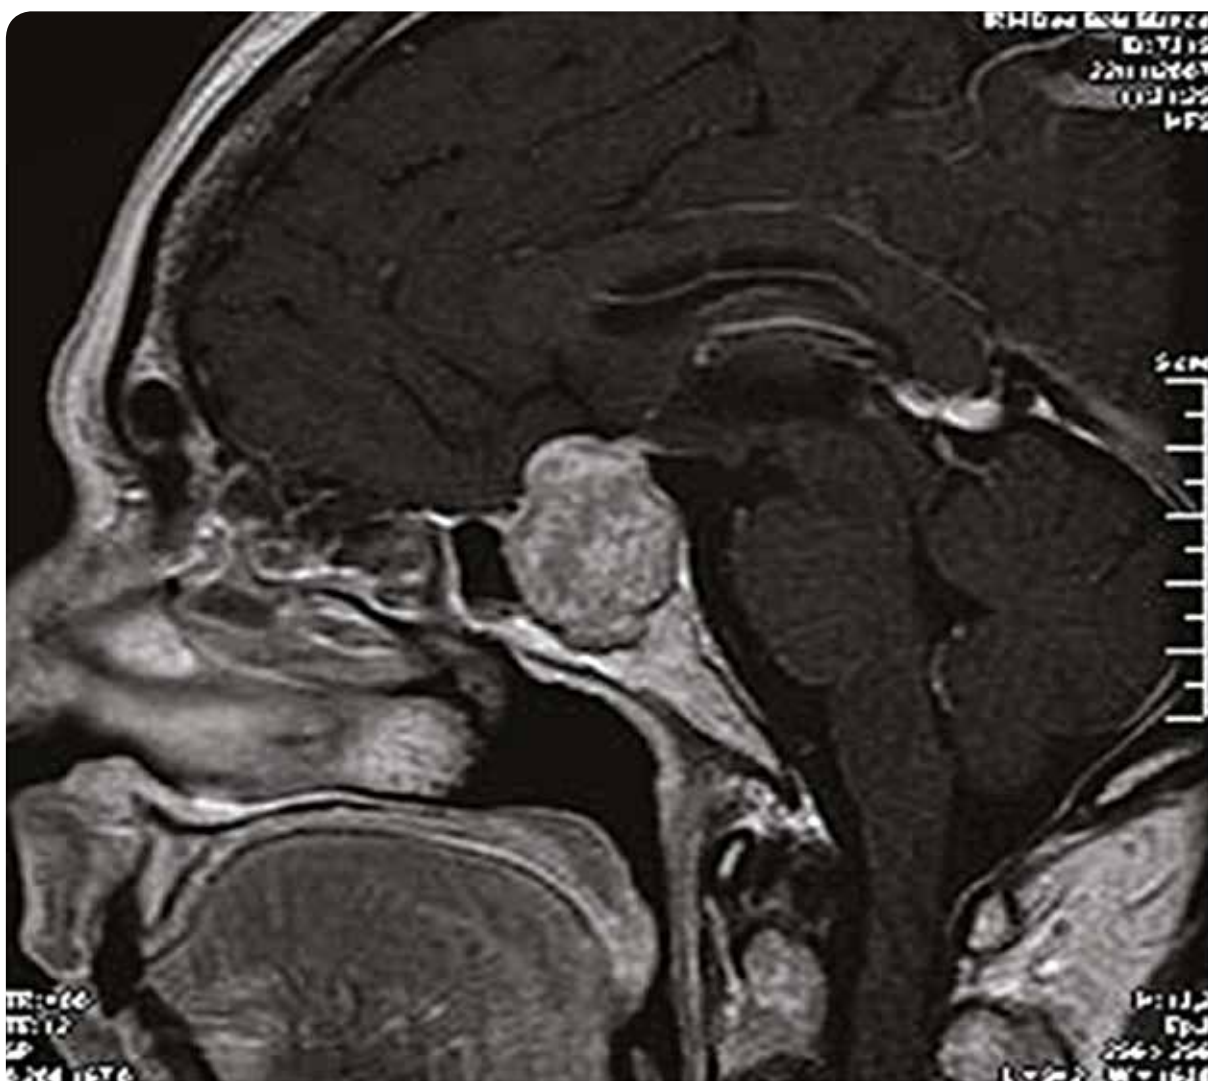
IRM en coupe sagittale : macro adénome hypophysaire.
